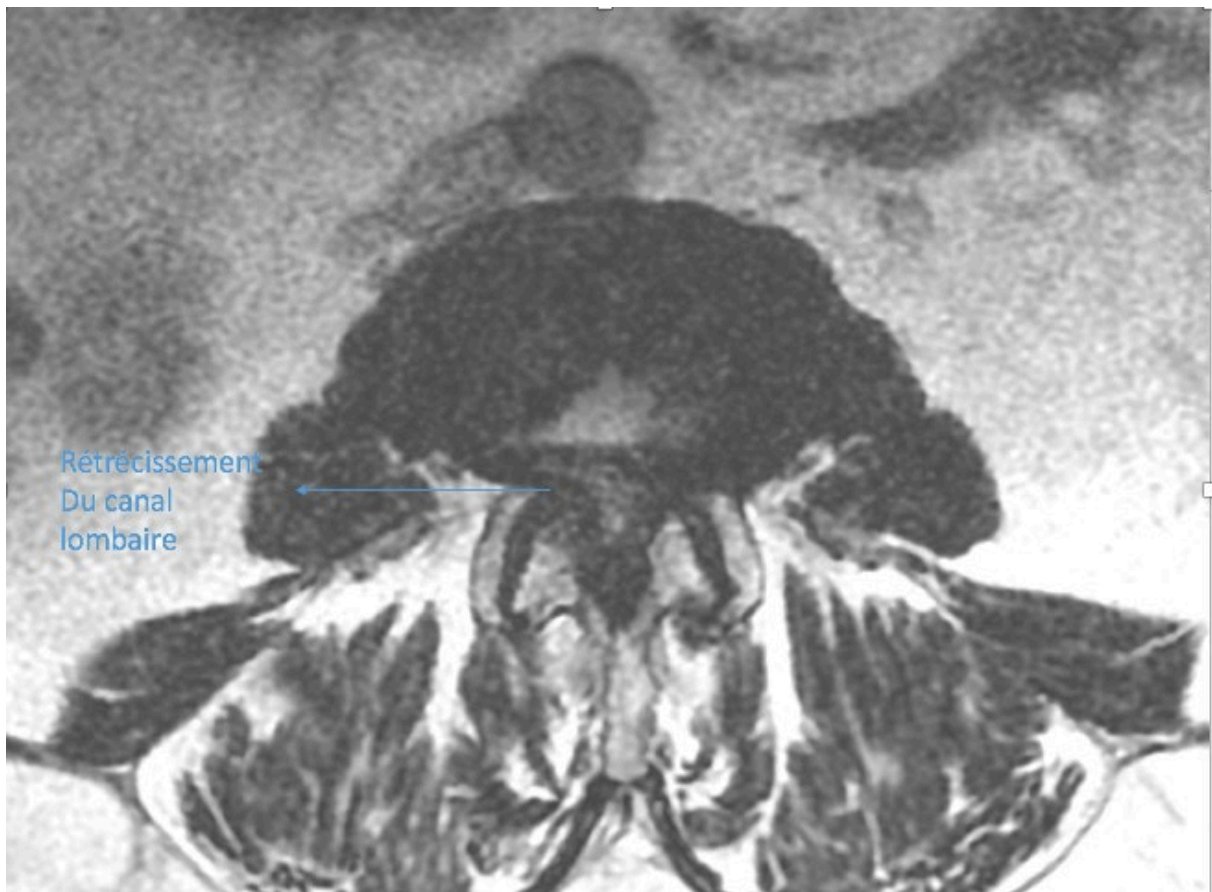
IRM canal lombaire en coupes axiales. Rétrécissement canalaire sur hypertrophie des articulaires postérieures
